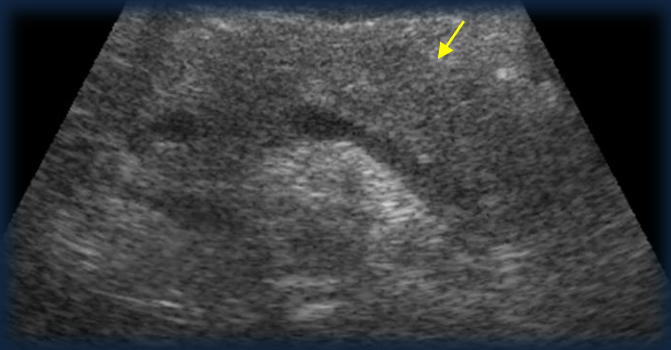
Ecografía de abdomen en la cual se evidencia páncreas de forma redondeada, aumentado de tamaño, ecogenicidad parcialmente disminuida y ecoestructura ligeramente heterogénea compatible con pancreatitis aguda.
